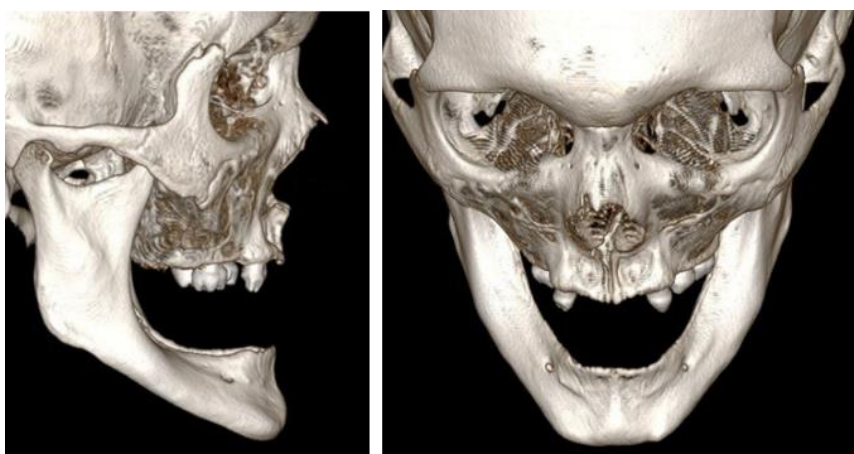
МСКТ: степень атрофии альвеолярной кости на верхней и нижней челюсти.
